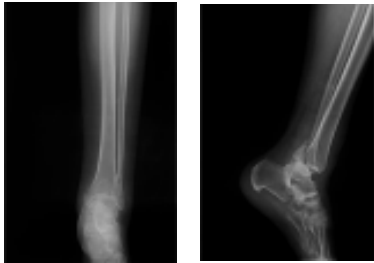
Radiografía anteroposterior y lateral de tobillo izquierdo realizada en el servicio de Urgencias donde se observa fractura-luxación trimaleolar de tobillo izquierdo con desplazamiento posterior y un canto posterior de gran tamaño.
